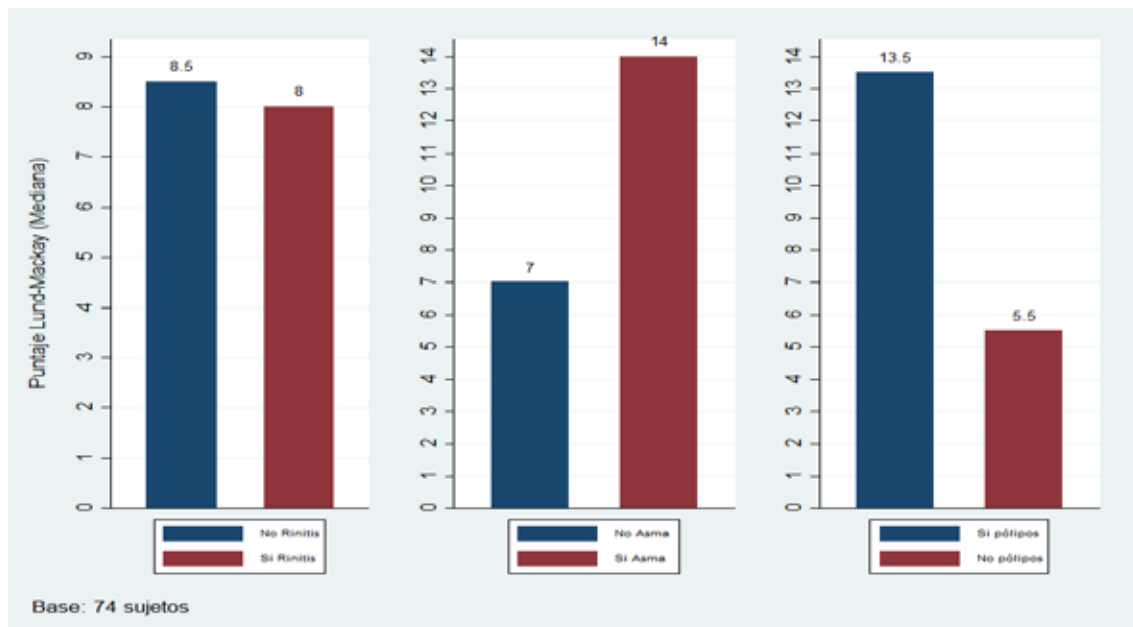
Puntuaciones medias de tomografía computarizada (TC) en pacientes con rinitis, pólipos y asma en comparación con pacientes sin estas afecciones.
